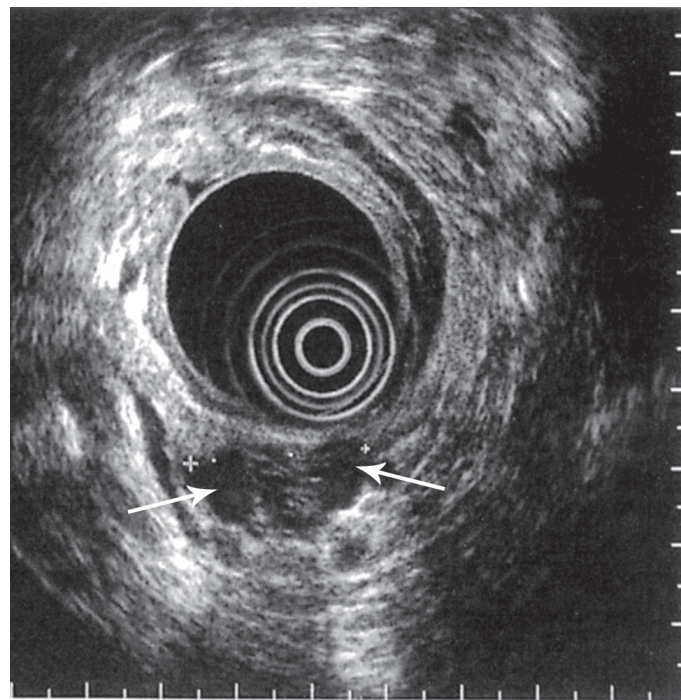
При эндоУЗИ у больного с НП определяется гетерогенное гипозоногенное образование в головке ПЖ (стрелки). При резекции в препарате выявлен большой участок дисплазии (PanIN III — карцинома *in situ*) [16].
